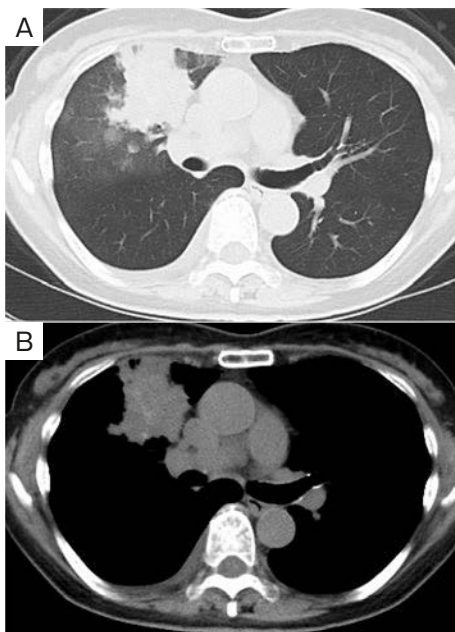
Chest computed tomography (CT). Chest CT at first visit showed tumor shadow in the right S³ (A), and a high attenuation area was observed inside the tumor shadow in the mediastinal window (B).
